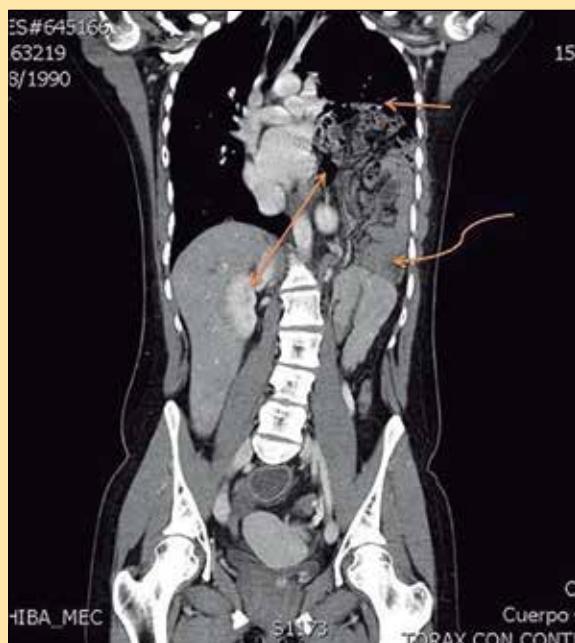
Tomografía axial computada con reconstrucción coronal, donde se observa el diafragma aparentemente íntegro (flecha recta), asas del intestino delgado (flecha curva) y el colon (flecha doble) en hemitórax izquierdo con un desplazamiento leve de la silueta cardiaca hacia el hemitórax contralateral.
